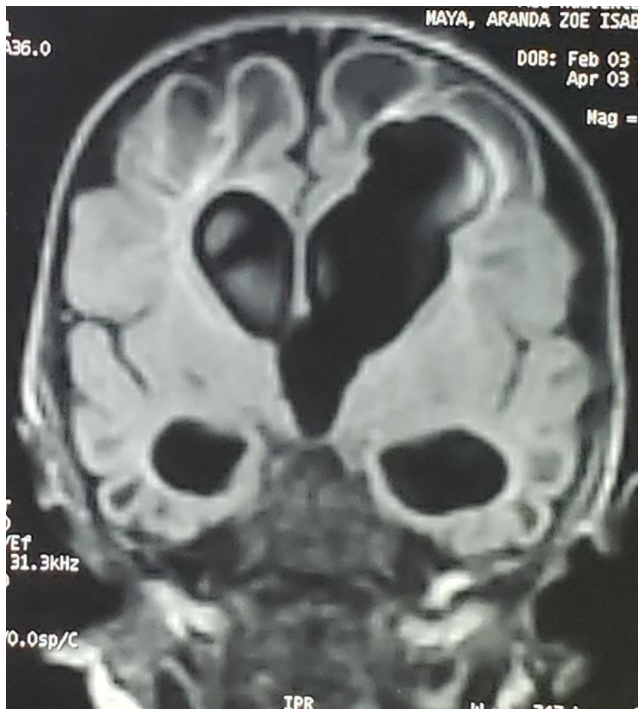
B, IRM Cerebral corte Coronal, T2 Flair
